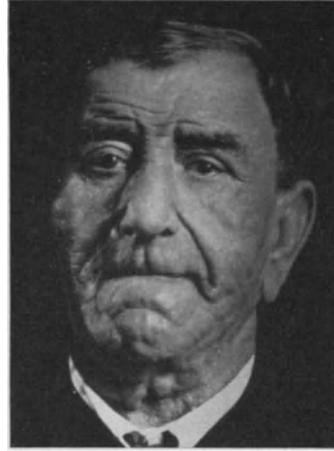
Lymphatisch-leukämische Tumoren. Gesicht *nach* der Röntgenbestrahlung. (Fall P.) (Sammlung der Klinik ARZT.) (Vgl. Text, S. 73.)
